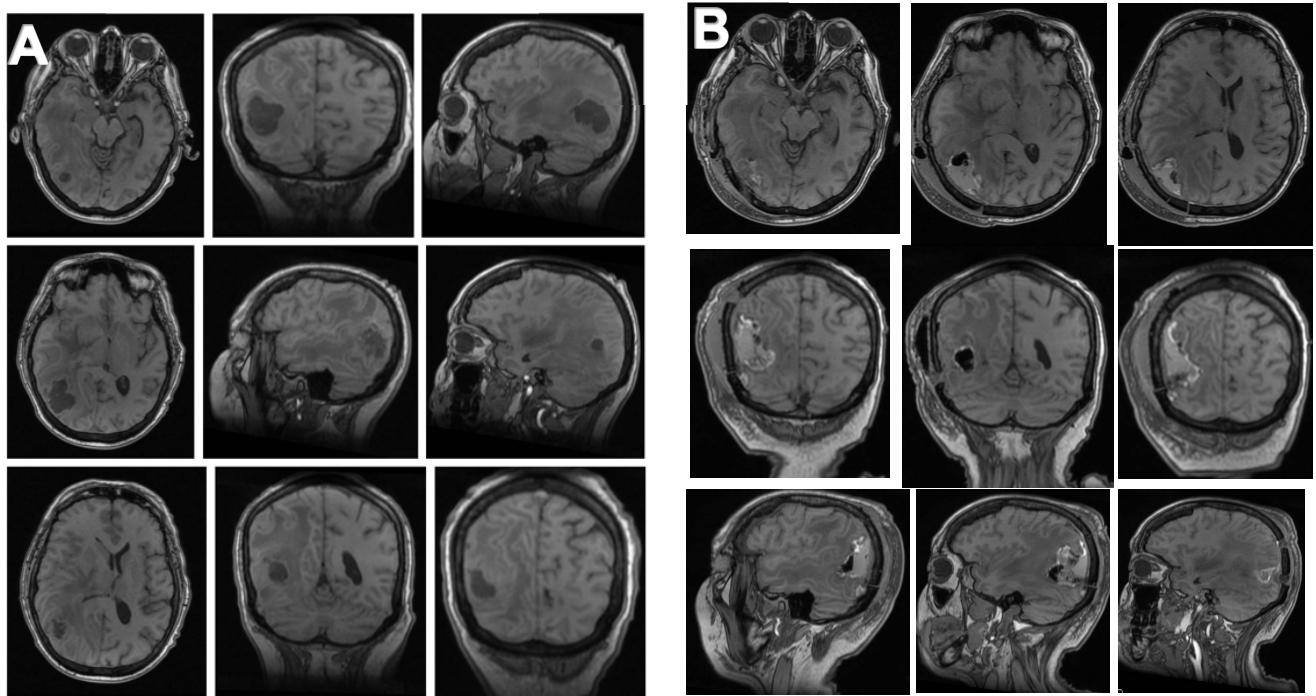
Análisis de estudios de imagen, caso número 24. A) Imágenes pre operatorias de RMN contrastada en cortes axiales, coronales y que muestran lesión frontal derecha de origen metastásico. B) TAC post operatorio en cortes axiales, coronales y sagitales tras resección de la lesión la cual resultó compatible con tumor germinal testicular.
